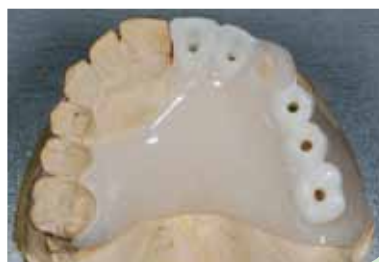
Herstellen eines prothetischen Set-up bzw. einer Röntgenschablone mit radioopaken Bariumsulfatzähnen für die 3D-Diagnostik.
